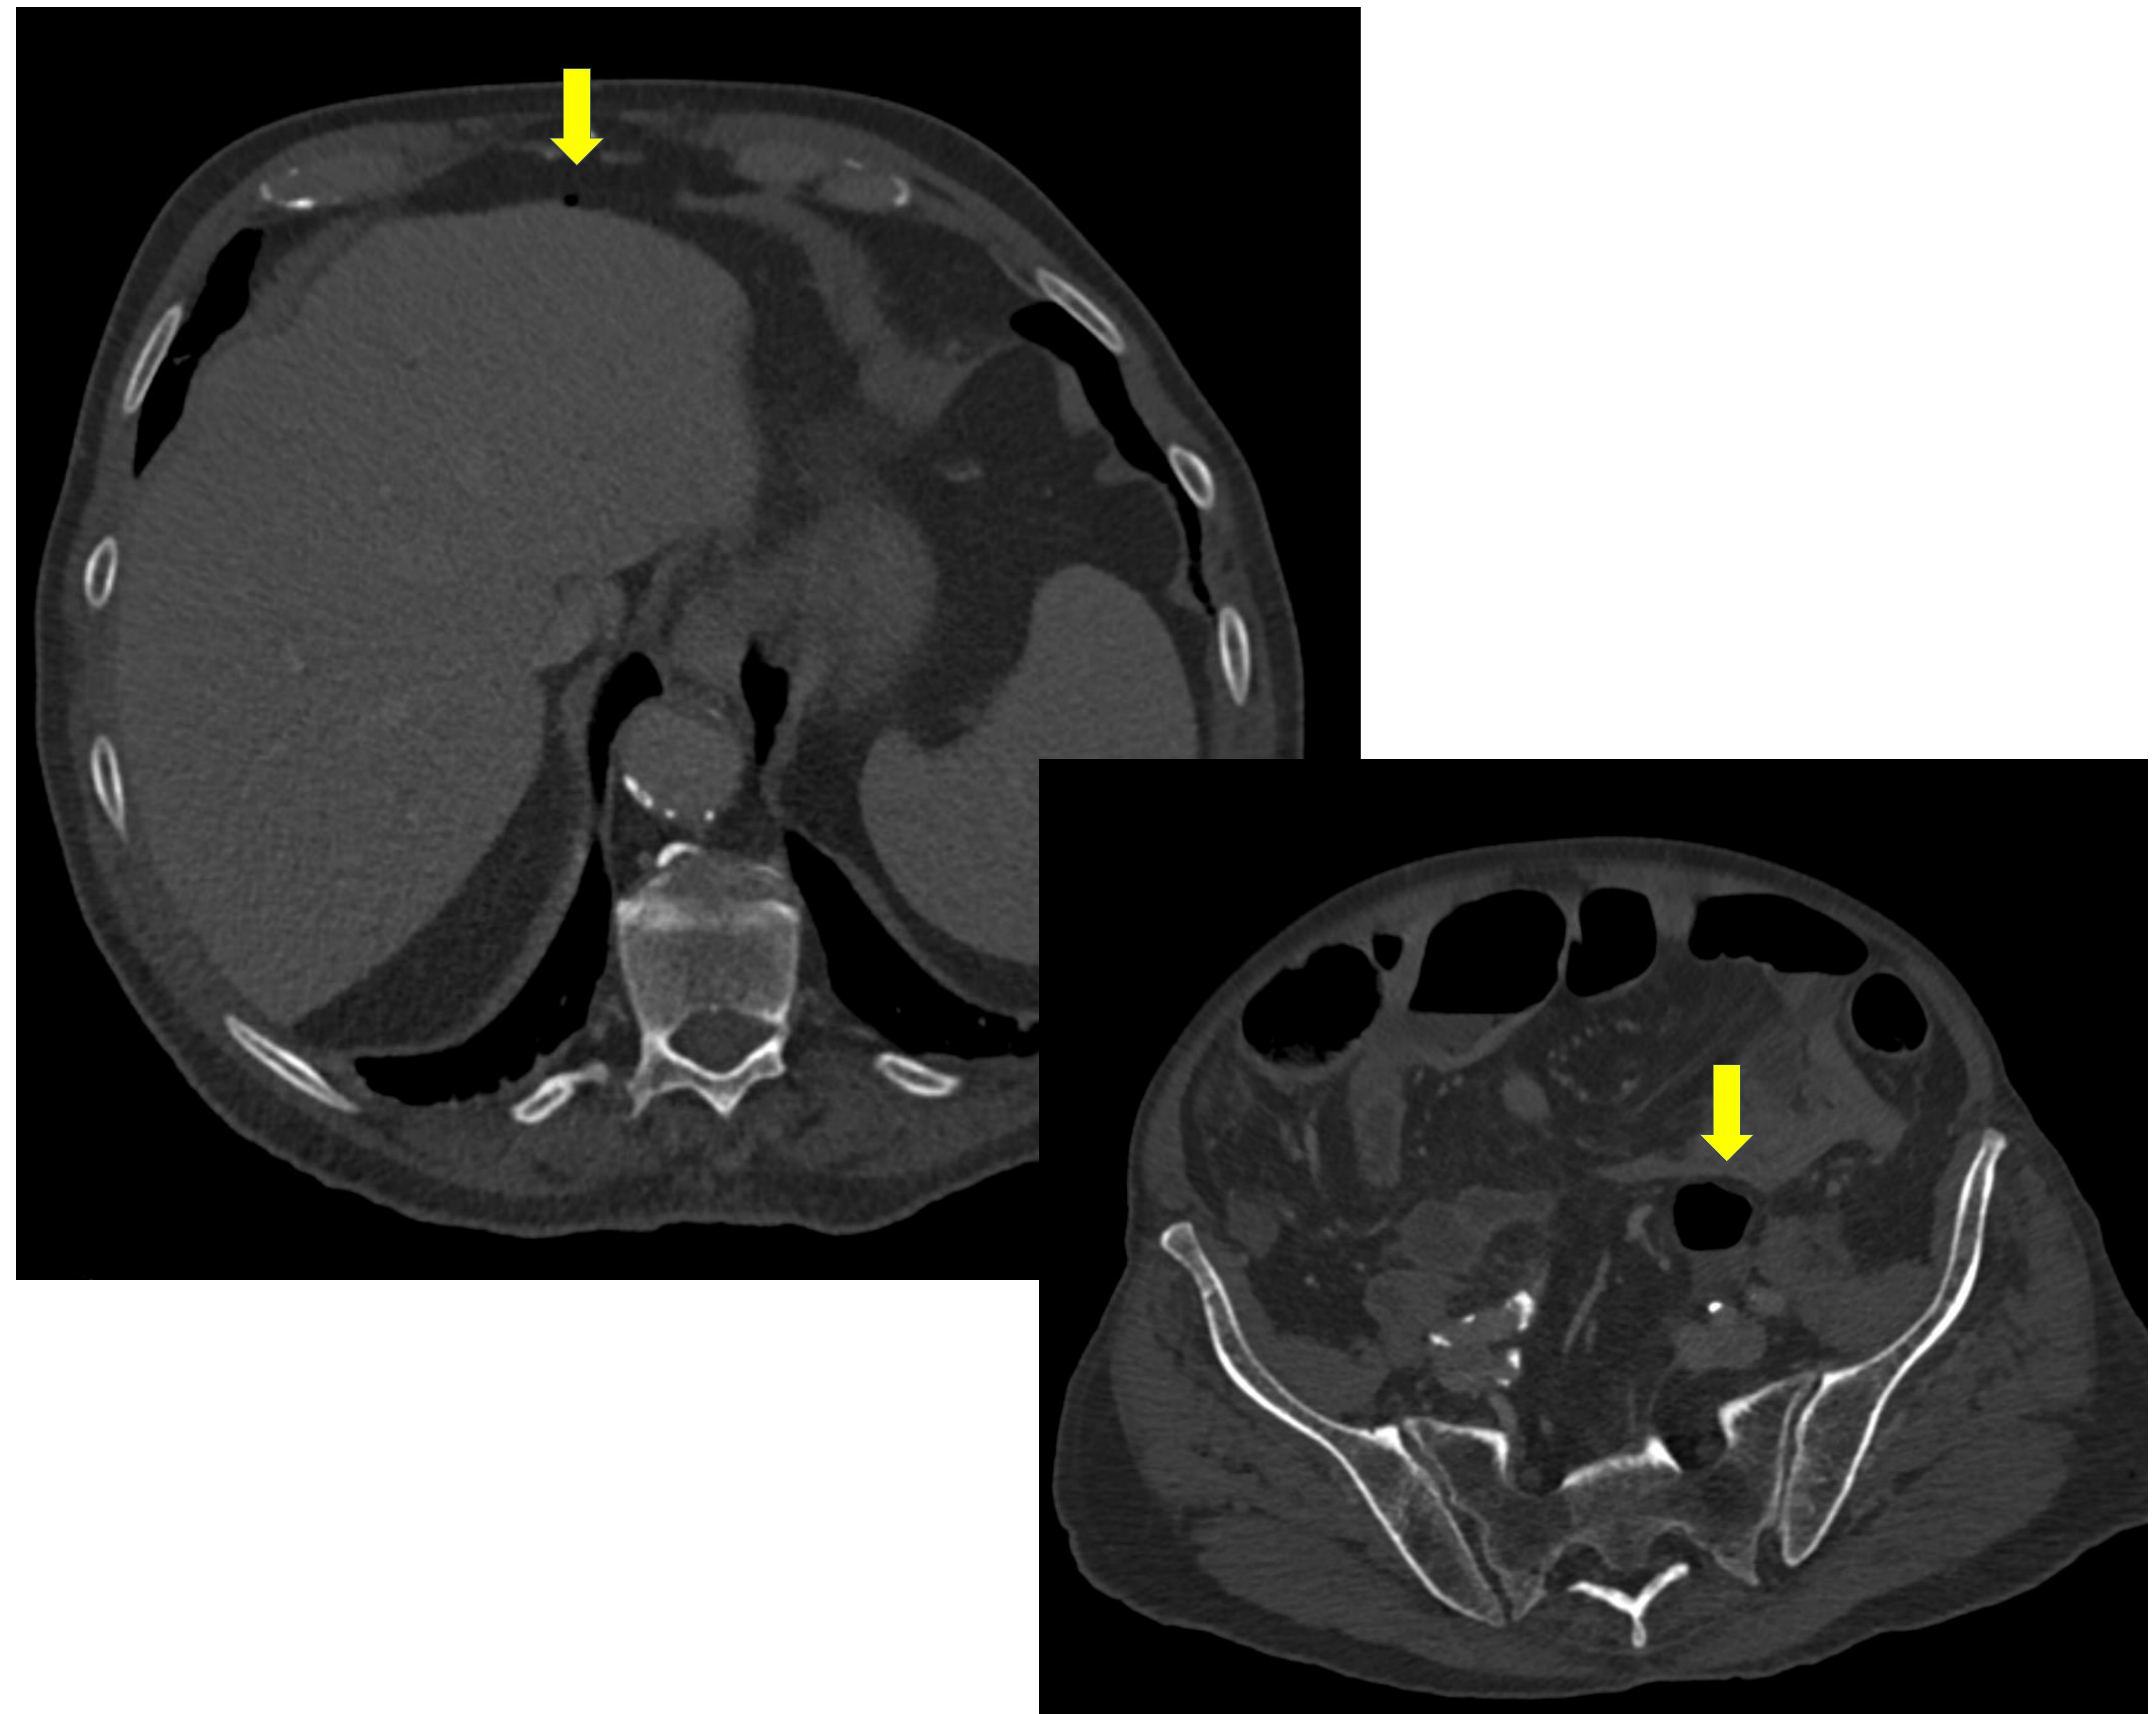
TC de abdomen en ventana ósea. Pequeñas burbujas de aire libre en espacio perihepático anterior izquierdo y en fosa ilíaca izquierda en relación a diverticulitis complicada con perforación.
